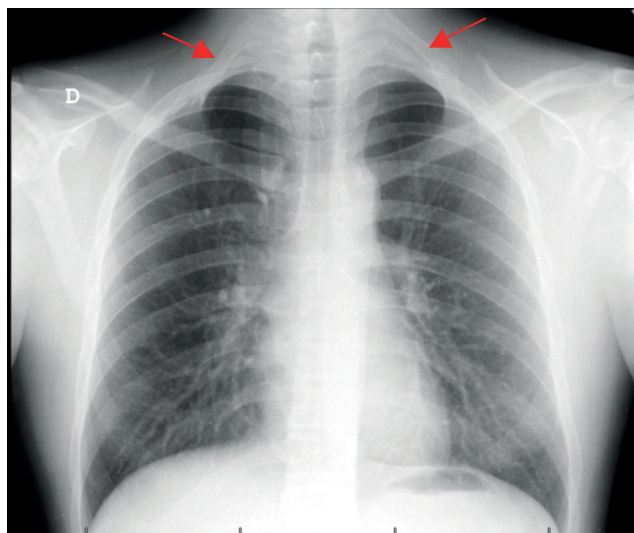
Radiografia de tórax: costela cervical bilateral, completas, com articulação com a 1ª costela (setas vermelhas).
